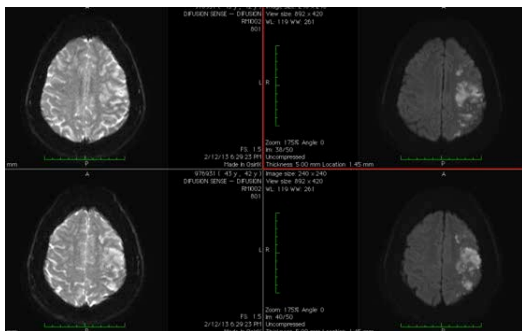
RMN-Difusión: hiperintensidad frontoparietal izquierda que muestra restricción al movimiento de líquido, sugestivo de ECV isquémico.
